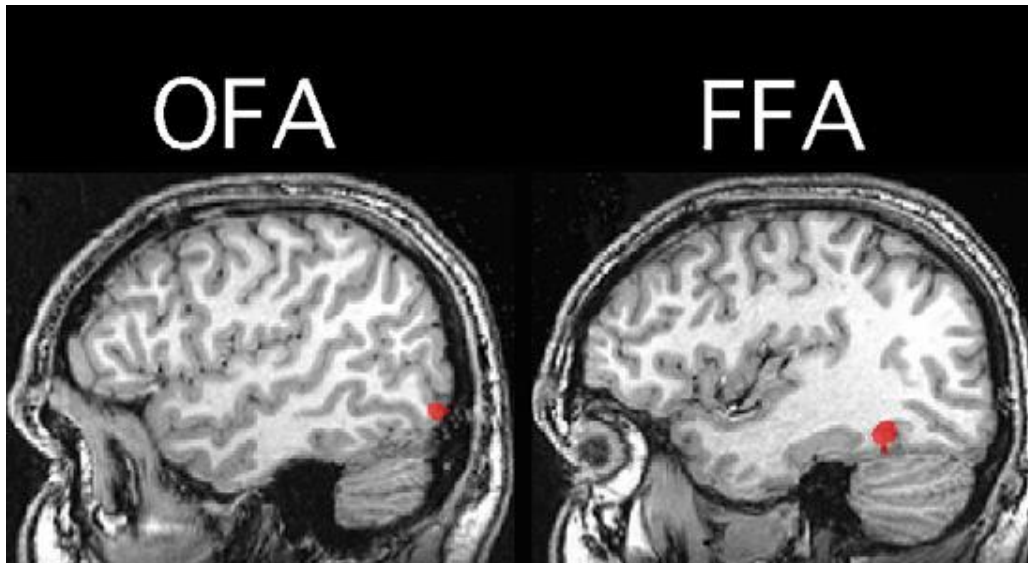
Imagen funcional por resonancia magnética (fMRI) de cortes transversales y sagitales del área fusiforme facial (FFA) y del área occipital facial (OFA).
